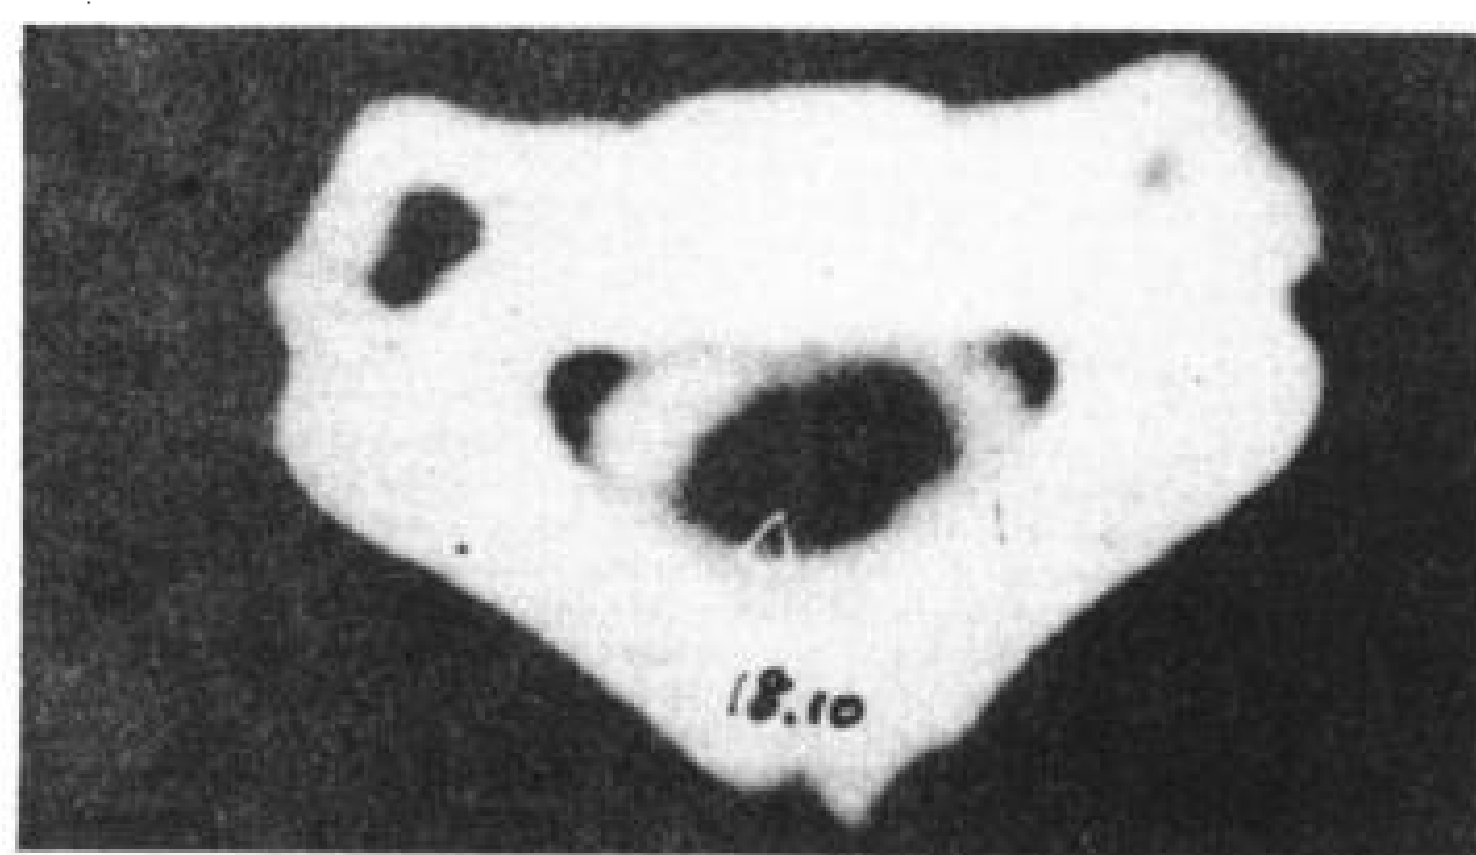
脊髓积水, 15 个月孩子, 增强脊髓 CT。蛛网膜下腔的造影剂勾画出脊髓轮廓, 而脊髓积水腔 ( ) 也被造影剂从内部勾画出来。
